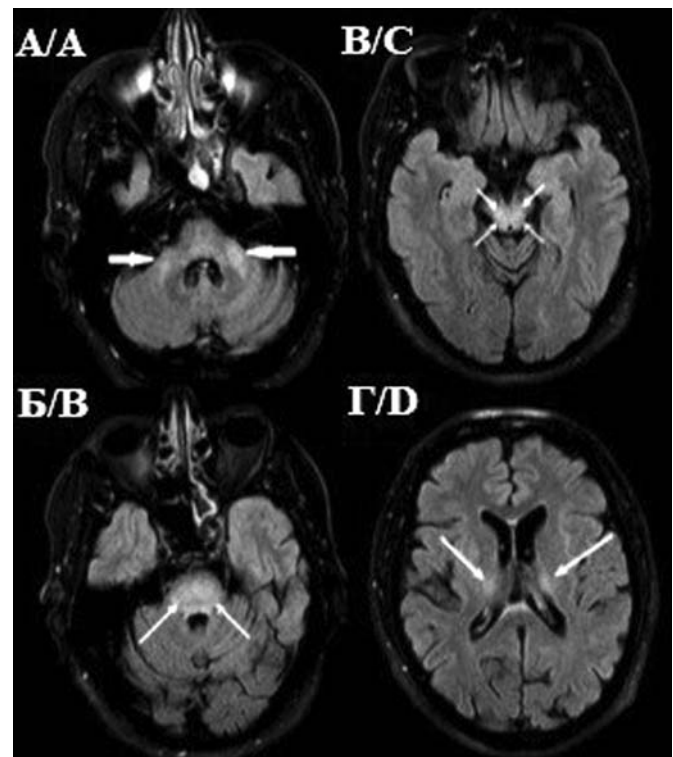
МРТ головного мозга, аксиальные срезы, режим T2 FLAIR: А — симметричные гиперинтенсивные очаговые изменения в проекции средних мозжечковых ножек; Б — моста; В — среднего мозга; Г — таламусов.
